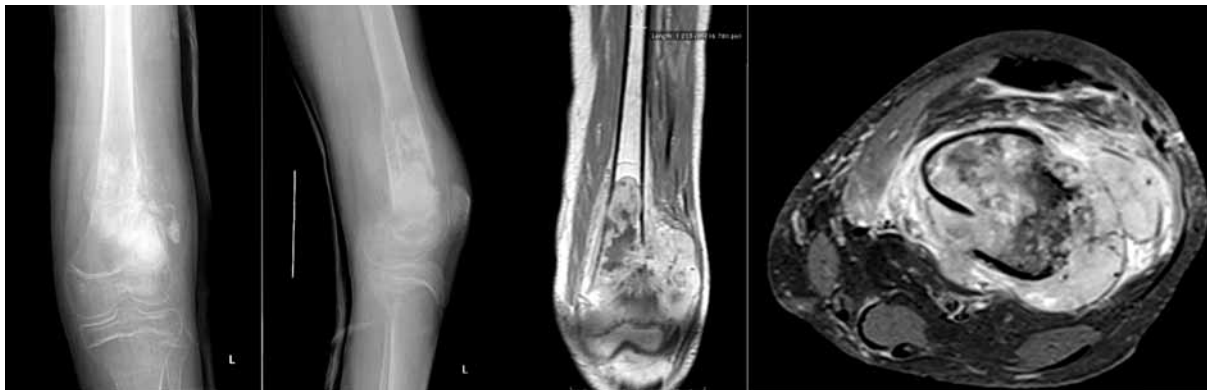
Рентгенография и магнитно-резонансная томография патологического очага левой бедренной кости пациента 3.
